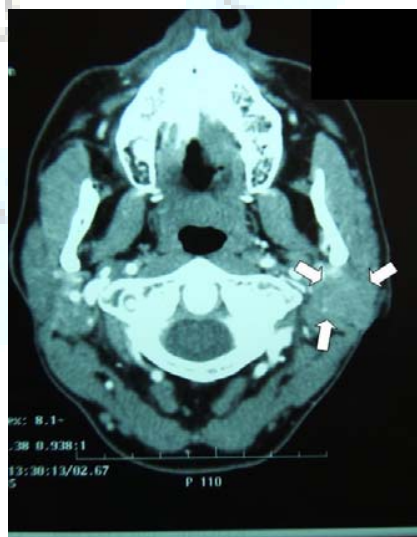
TAC con aumento de densidad en la parótida izquierda.
